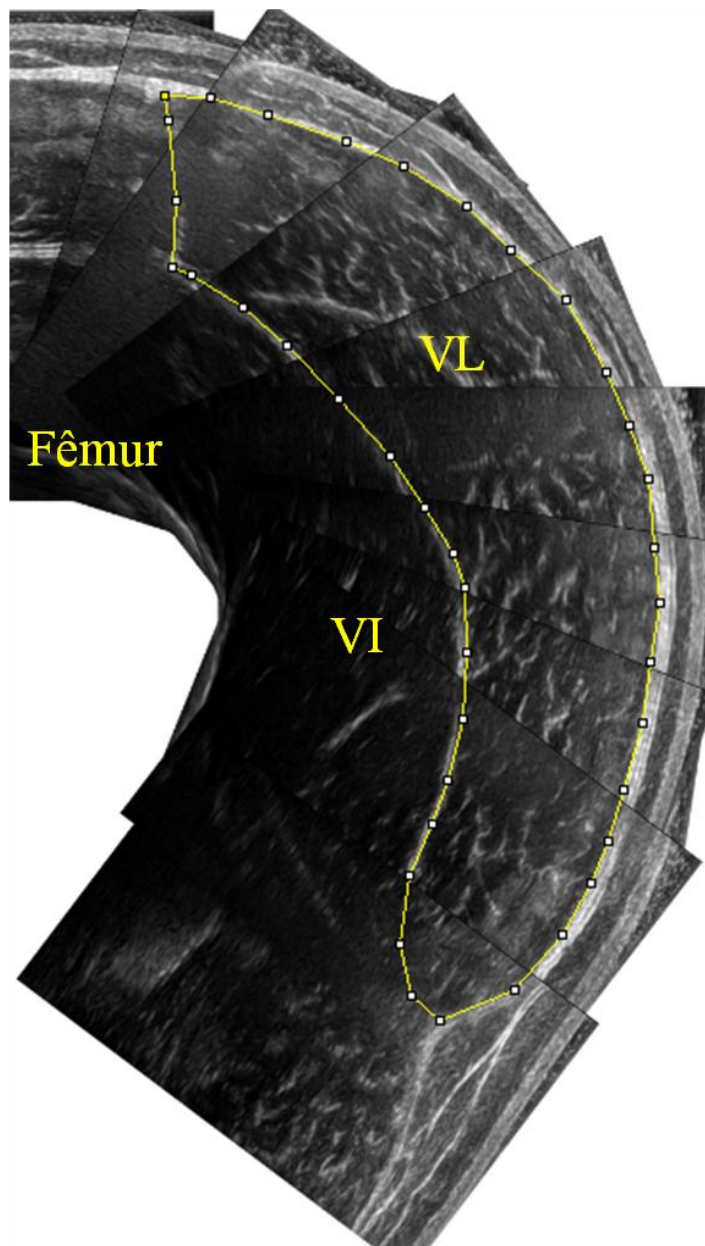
Imagem da área de secção transversa (AST) do vasto lateral (VL) em um dos momentos de coleta mensurada por ultrassonografia, montada em *power point* e quantificada no software *ImageJ*. VI = vasto intermédio.
